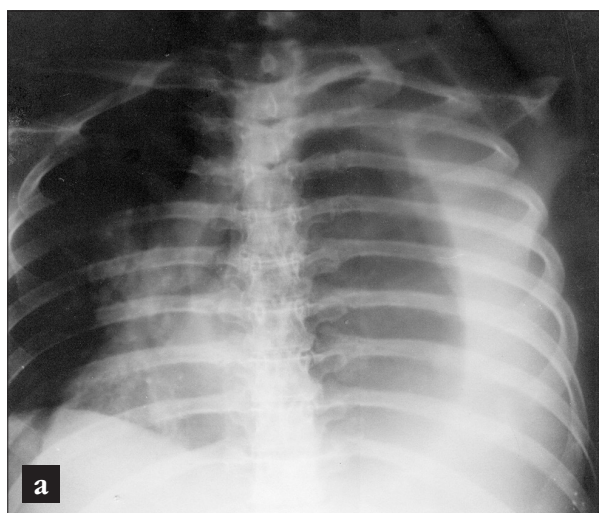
Рентгенограммы грудной клетки больной К.: а) август 2001 г.; б) ноябрь 2001 г.
